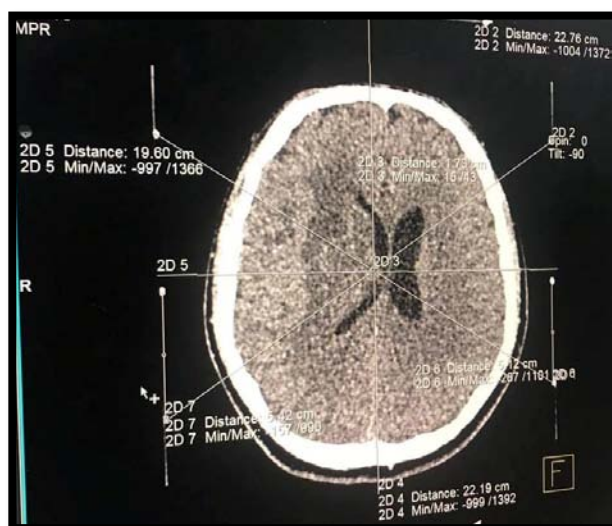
TDM cérébrale, en coupe axiale objectivant une lésion thalamique droite hypodense avec son repérage en conditions stéréotaxiques. (Cas n° 6)
